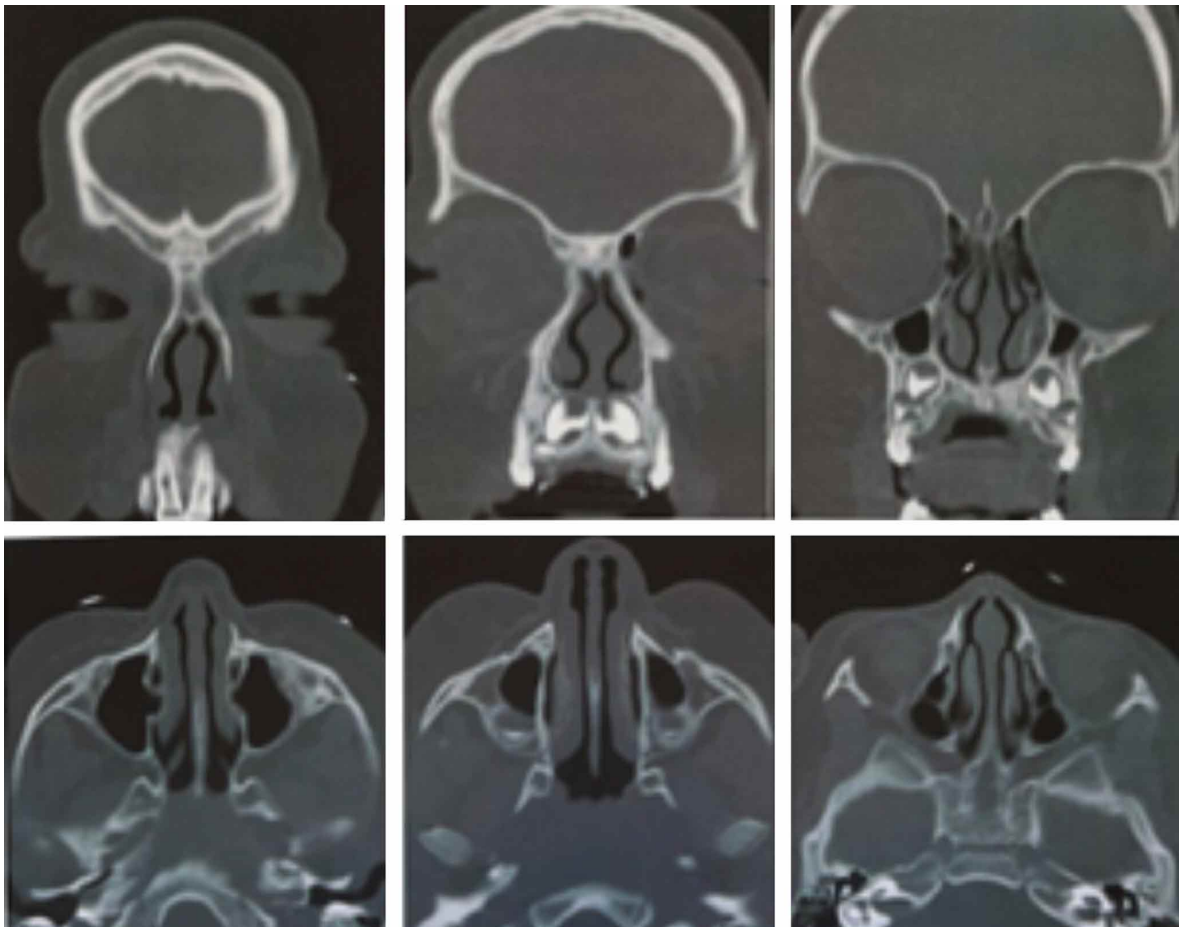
TAC de control 20 meses en corte coronal y axial, sin evidencia de recidivas.
